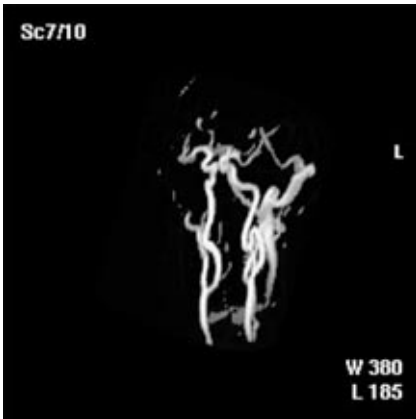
Томограмма сонных артерий
